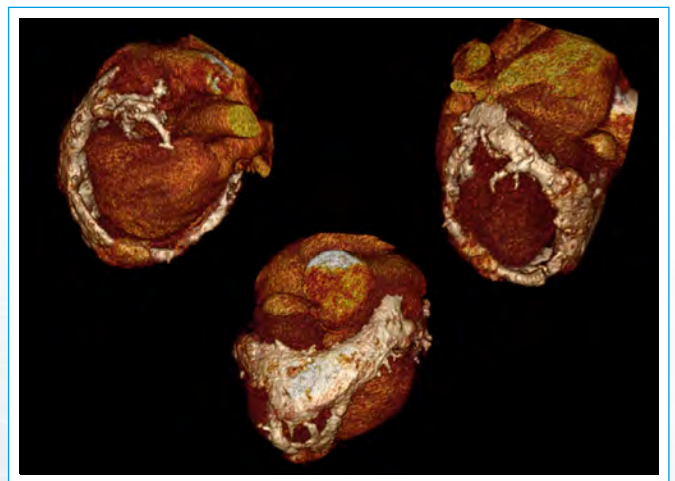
Angiotomografía cardíaca modo tridimensional, reconstrucción 3D. Detalle de la extensión de la calcificación pericárdica
